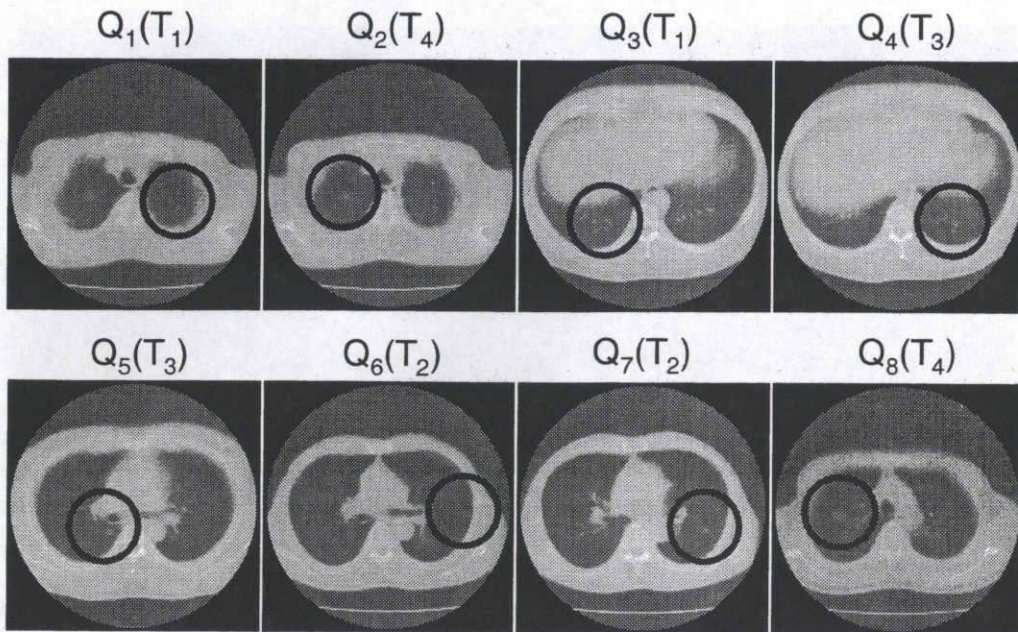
シミュレーション(II)における実際の胸部ヘリカルX線CT画像に検出対象を埋め込んだ8箇所的位置 ( $Q_1, Q_2$ : 肺尖部,  $Q_3, Q_4$ : 肺低部,  $Q_5$ : 縦隔周辺,  $Q_6$ : 胸壁周辺,  $P_7, P_8$ : 肺野中央部.). 円の中央付近に検出対象が埋め込まれている.
